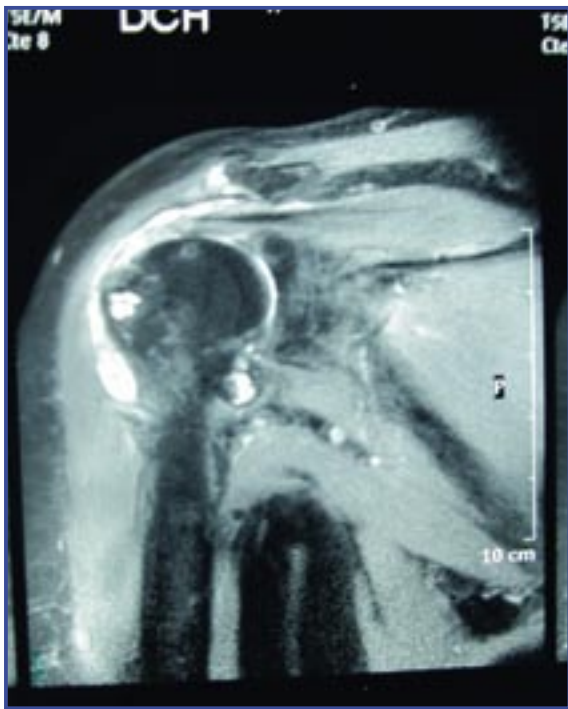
Resonancia magnética. Corte coronal en T2..
